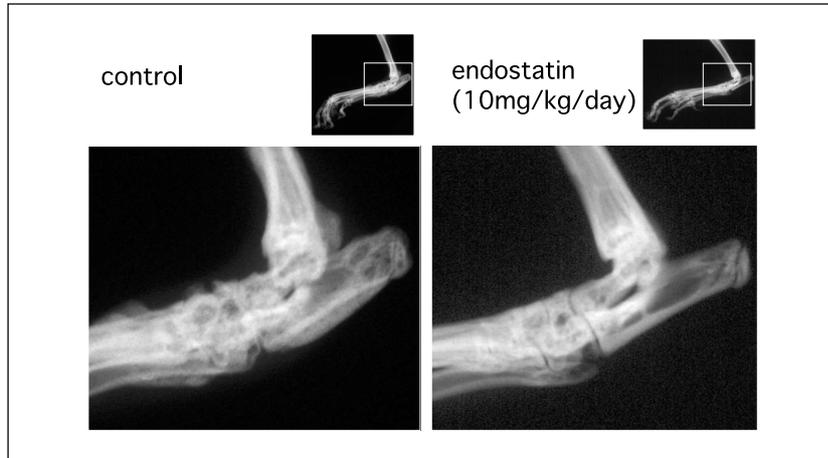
エンドスタチン投与群とコントロール群の後肢のX線所見の比較
